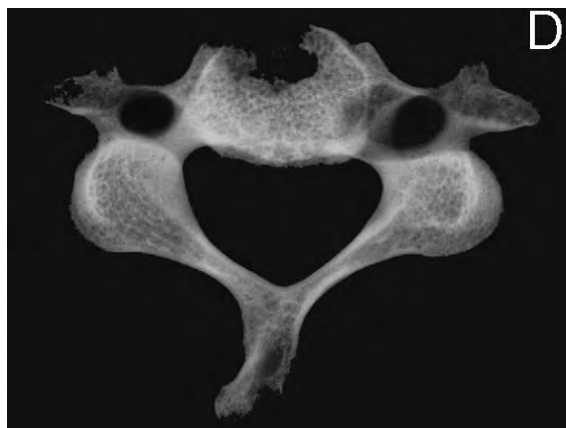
Radiografia convencional de C3. D, costat dret. S'aprecia bé la cavitat descrita en el text, que no contacte amb la petita àrea de deteriorament tafonòmic.
